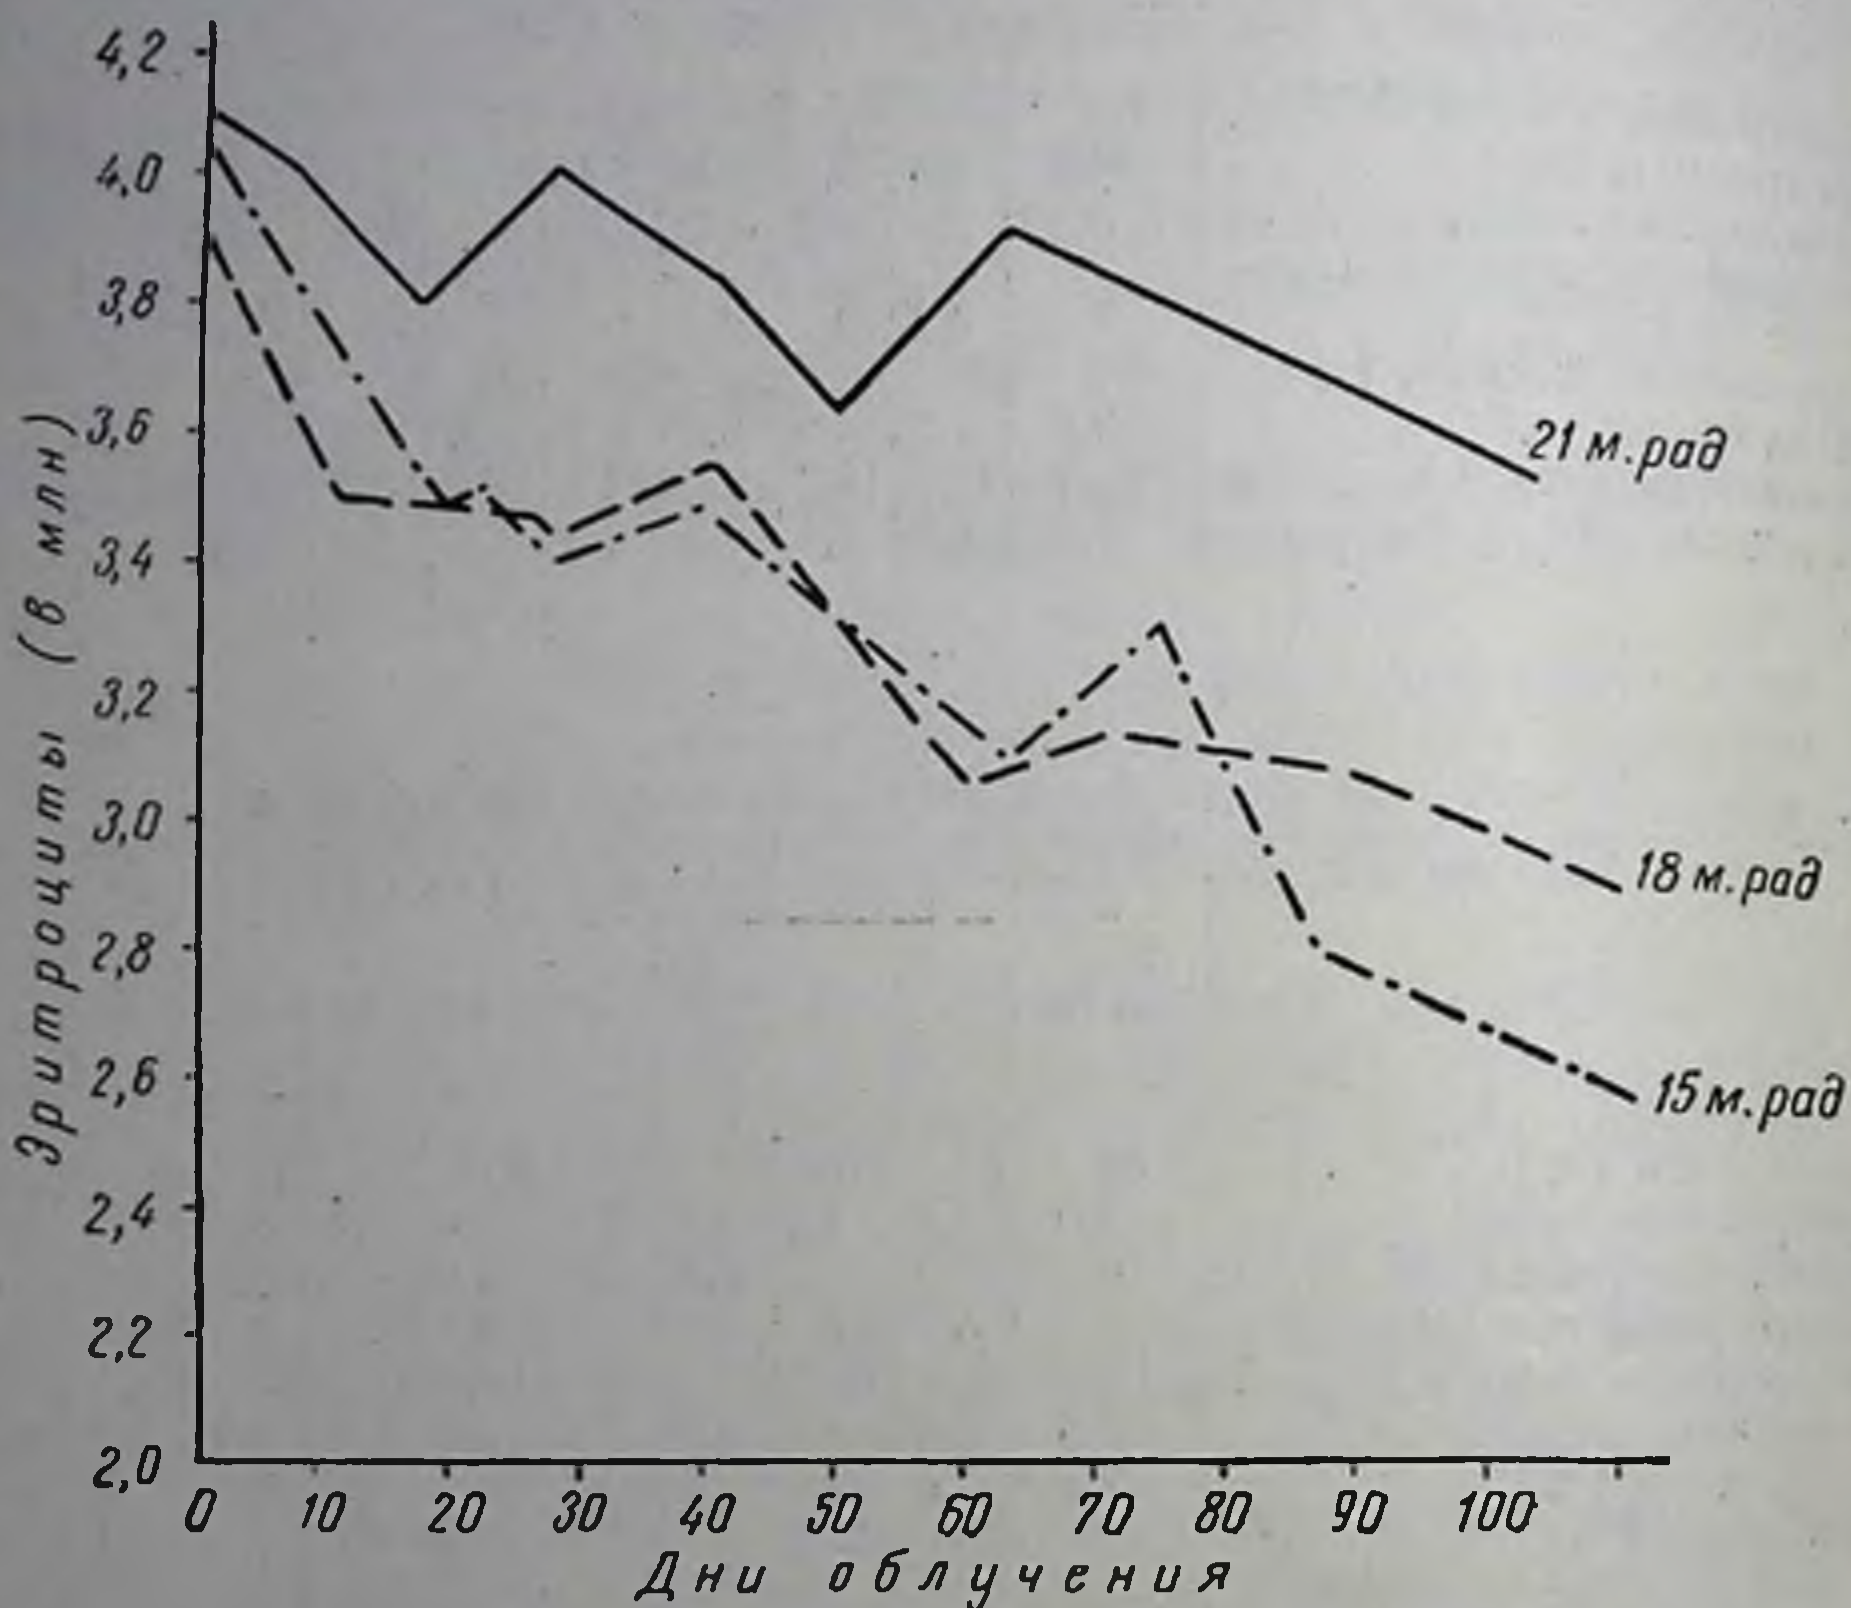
Изменение количества эритроцитов периферической крови у трех групп больных, получивших лучевое лечение в равной дозе в рентгенах, но в различных объемных дозах
